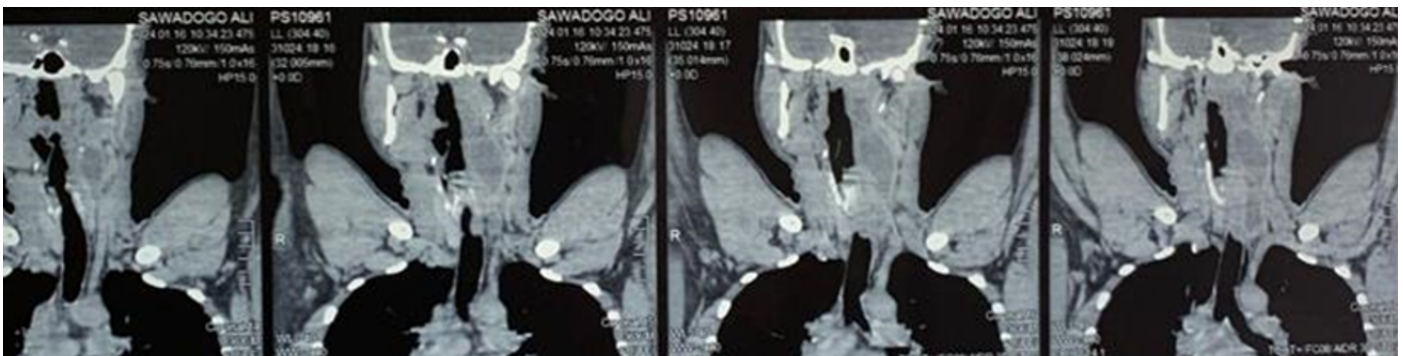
TDM cervico-thoracique (coupe frontale) mettant en évidence une collection hypodense à paroi rehaussée après injection de produit de contraste au niveau latéro pharyngolaryngé gauche
